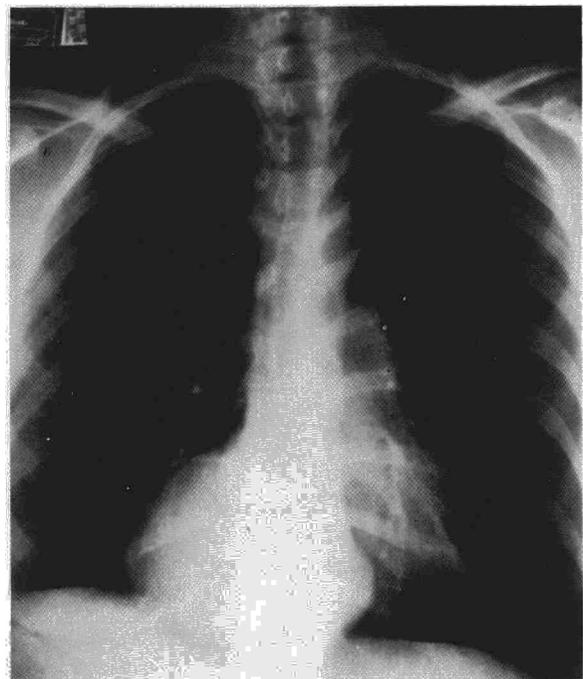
Radiografía PA de tórax: masa mediastínica ovalada.
